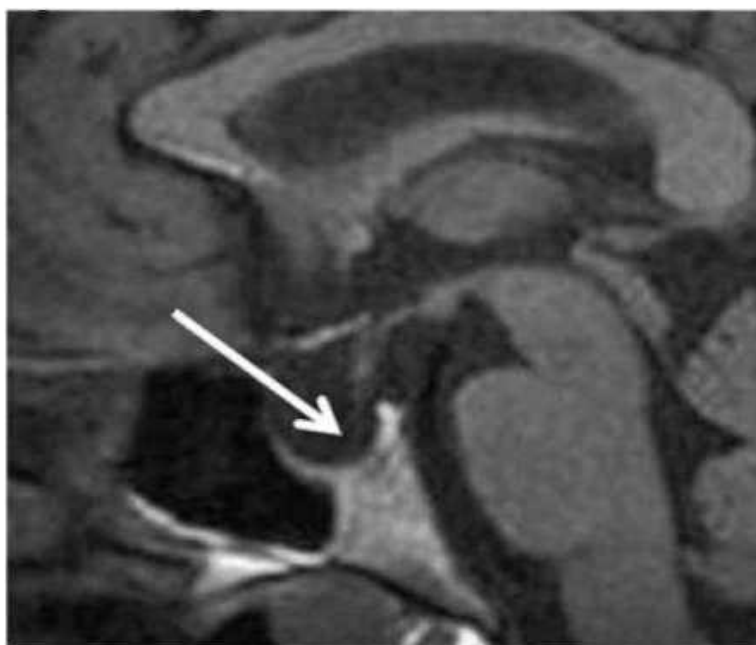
Магнитно-резонансная томограмма «пустого» турецкого седла. Гипофиз практически не виден. Полость седла заполнена цереброспинальной жидкостью (стрелка)
